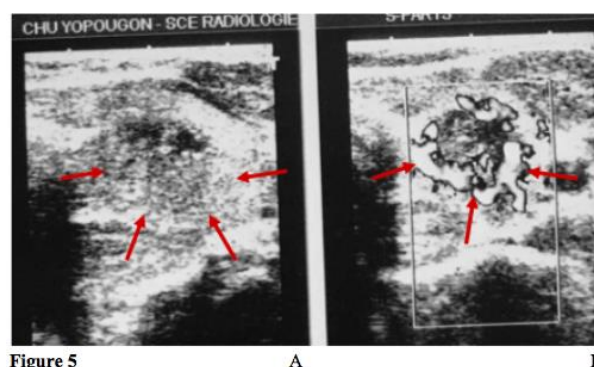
Coupes axiales d'un nodule mixte à forte composante tissulaire isoéchogène (image A, flèches rouges) avec au doppler puissance (image B) une riche vascularisation périphérique de type II (flèches rouges).
